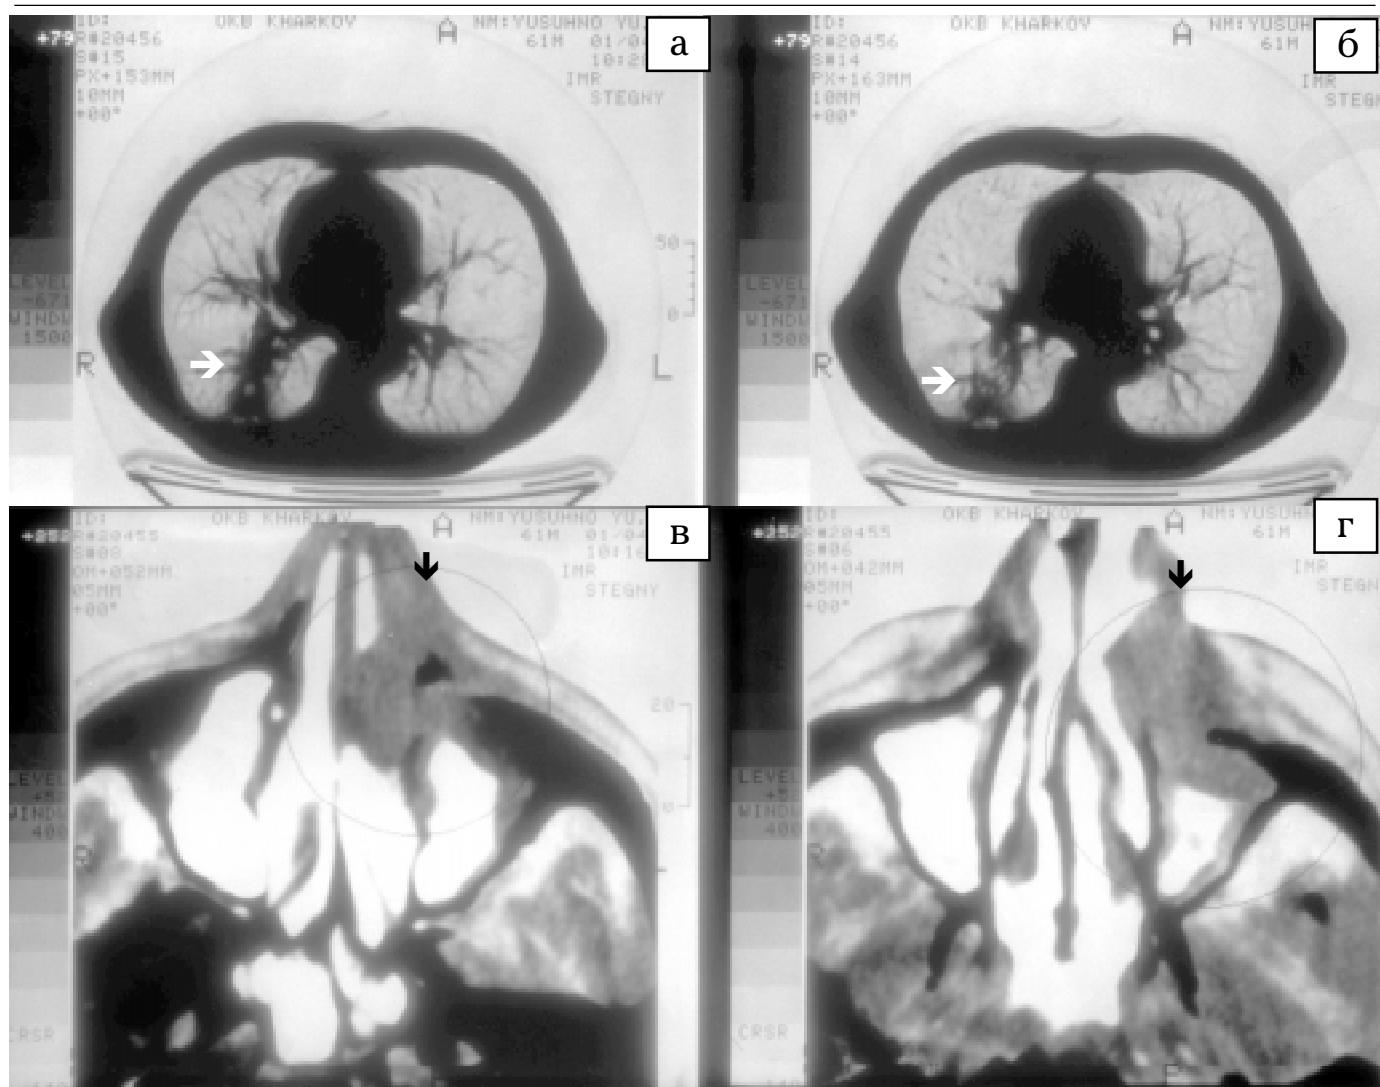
Комп'ютерні томограми пацієнта Ю.: а, б — пухлина правої легені (стрілки); в, г — пухлина лівої половини носа з прощеннем у гайморову пазуху та зруйнуванням кісткової структури носа (стрілки)
